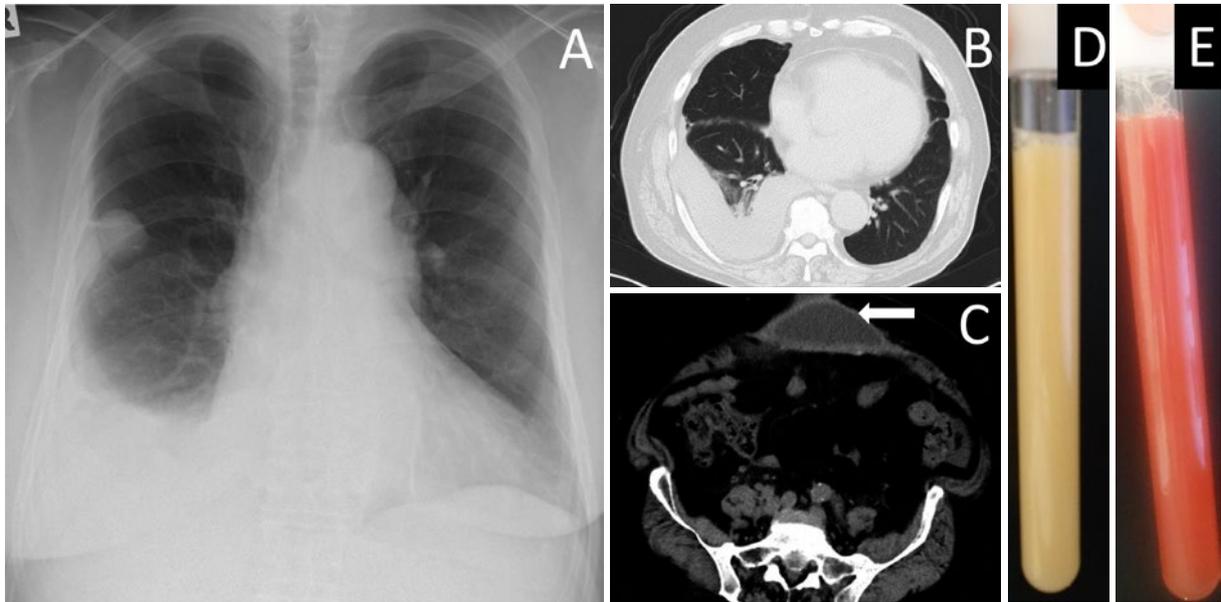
入院時胸部X線写真 (A) と胸部単純CT (B). 右側の胸水貯留を認める. (C) 腹部単純CT. 腹壁下に紡錘状の低吸収域 (矢印) を認める. (D) 右胸水穿刺で得られた排液. (E) 腹壁の低吸収域に対し穿刺を行い得られた排液.
